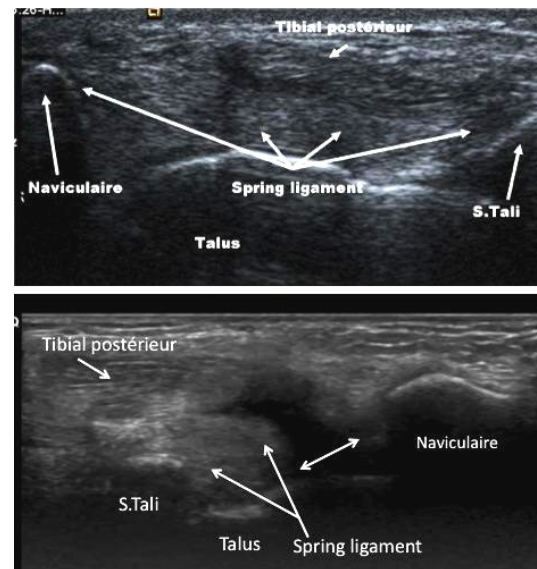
spring ligament, coupes échographiques axiales. Aspect normal du ligament, tendu entre le sustentaculum tali et le naviculaire et qui soutient le talus. Le tendon tibial postérieur est au contact du plan superficiel du ligament. Aspect d'entorse grave avec désinsertion naviculaire complète (double flèche), confirmée par des manœuvres dynamiques en valgus
